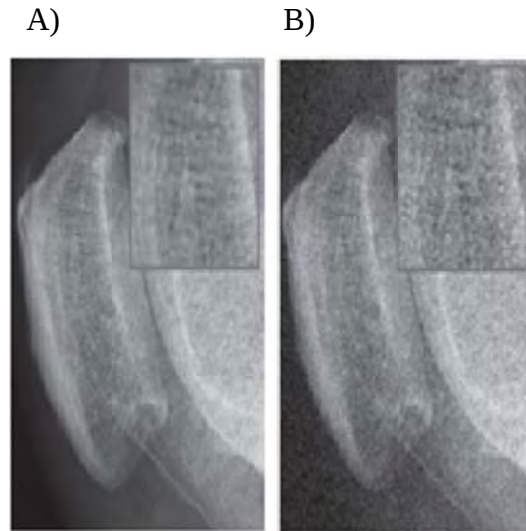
Imagem de uma radiografia de joelho (A). Mesma imagem com a adição de ruído (B) [20].
